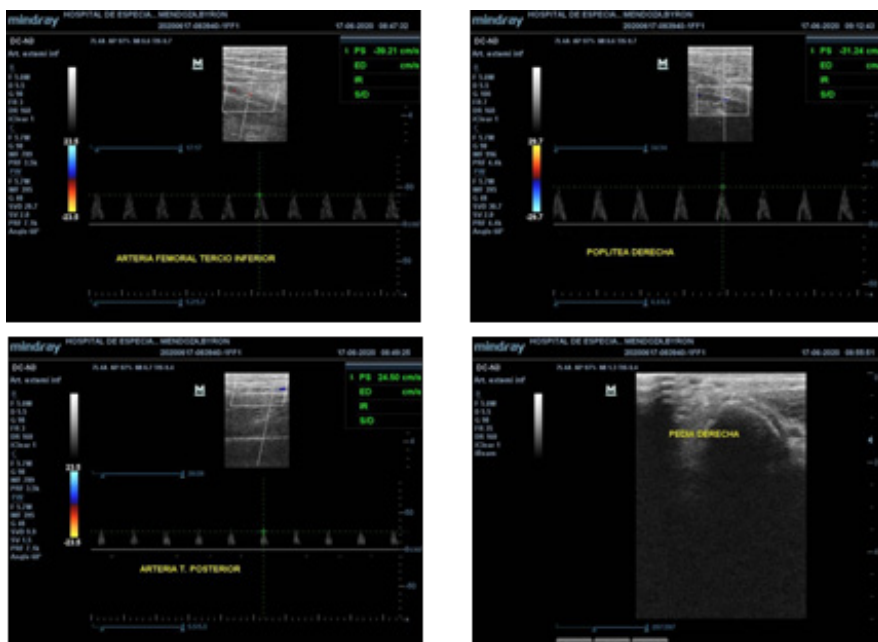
Ecografía vascular.
